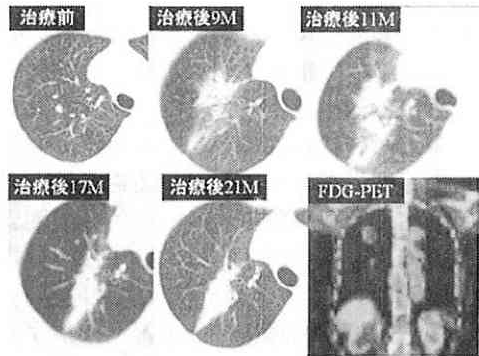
症例2の経過のX線CT検査とFDG-PET検査
